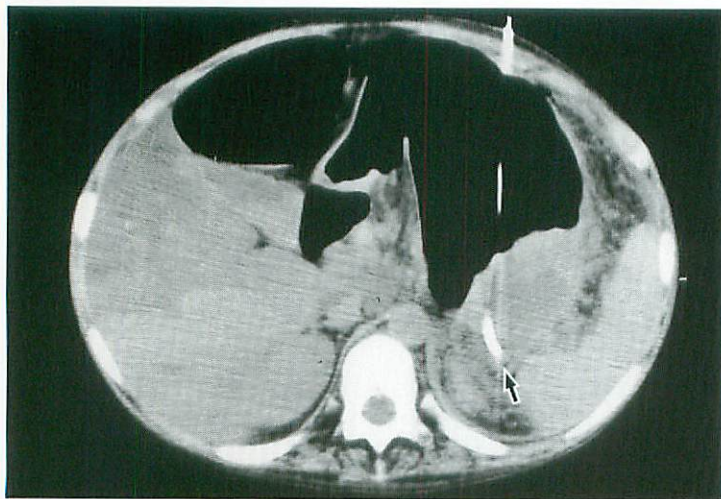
Percutaneous cystgastrostomy under CT guidance
